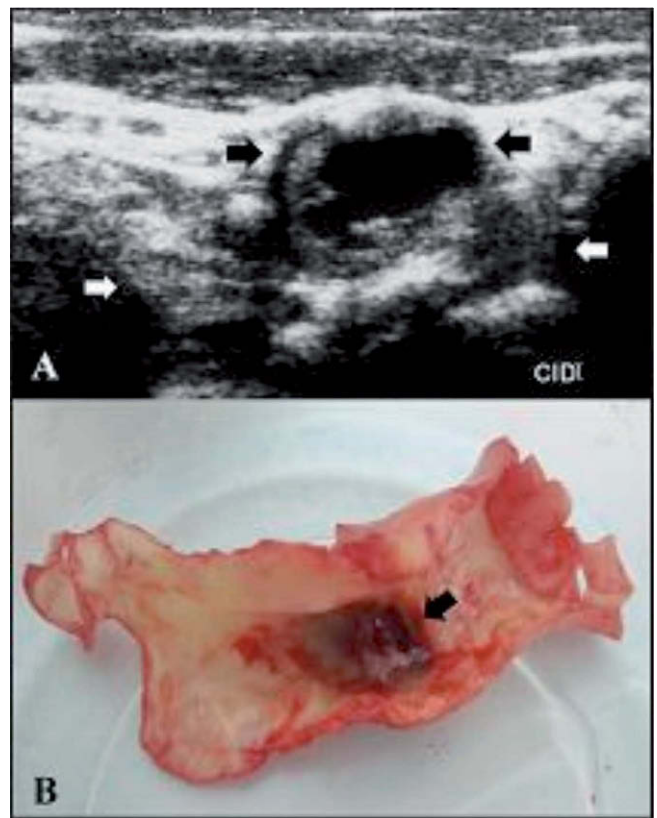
A: doppler color de vasos del cuello de placa ateromatosa en la arteria carótida interna derecha que evidencia hematoma intraplaca (flechas negras) y remodelación externa (flechas blancas). B: placa resecada mediante endarterectomía carotídea en la que se observa el hematoma recubierto por una muy adelgazada capa fibrosa, que ha sido retraída para una mejor visualización.
